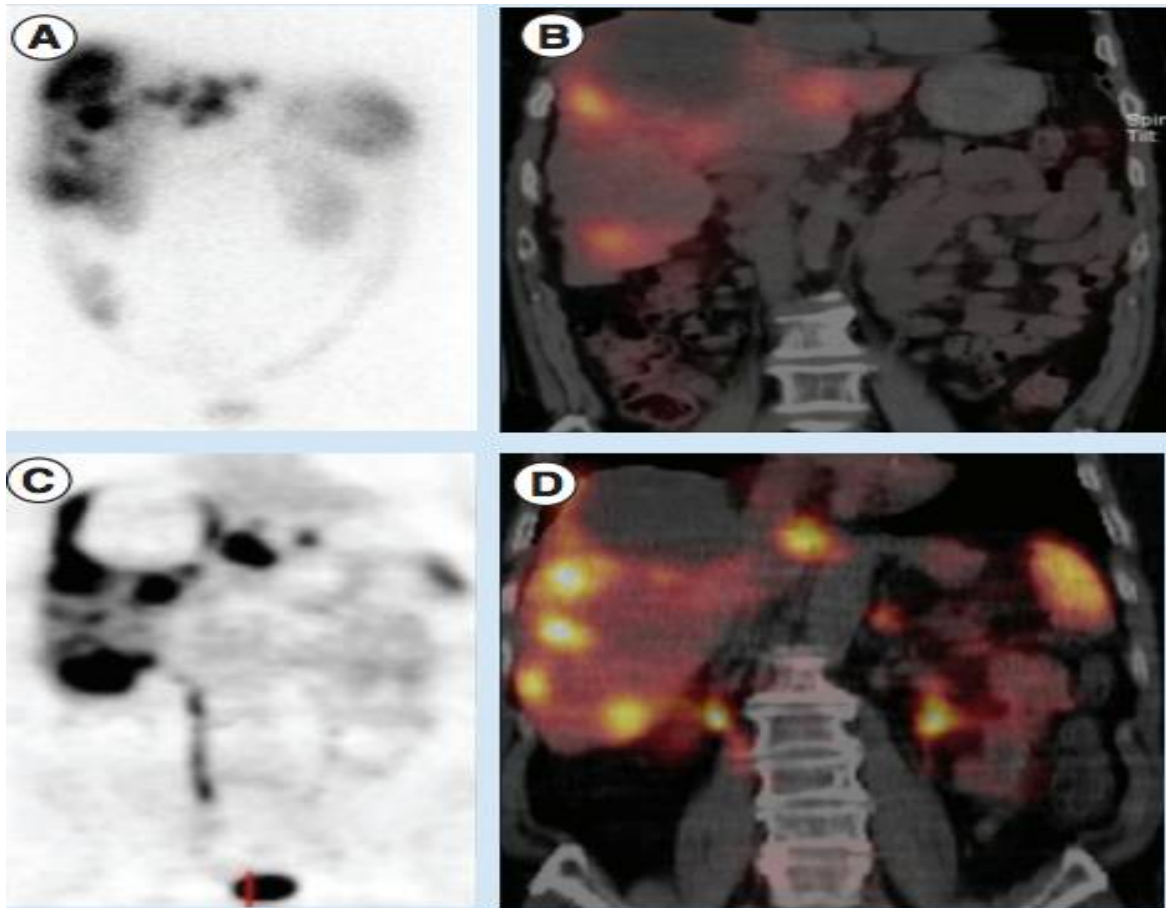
Comparaison de (A) OctreoScan, (B) OctreoScan/CT, (C) 68Ga-DOTATOC PET et (D) 68Ga-DOTATOC TEP/CT chez le même patient.
